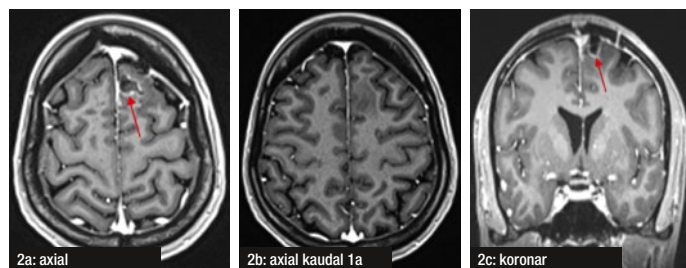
a-c: MRT des Hirnschädels, T1-Sequenz, nach i.v.KM-Gabe (am 22.08.2013)
